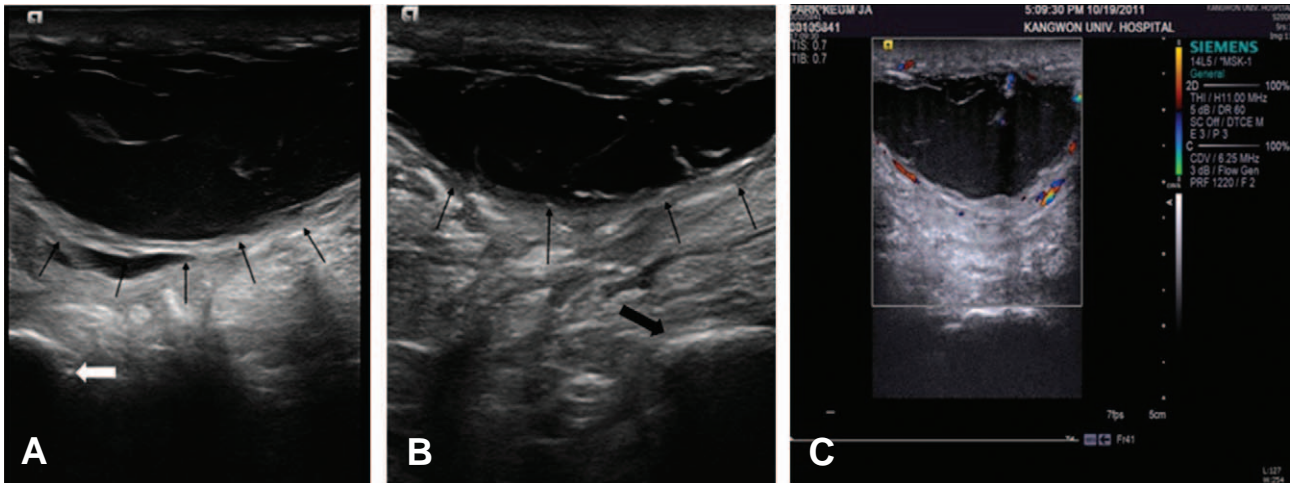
Ultrasonography of vertical (A) & transverse (B) view show well margined hypoechoic subcutaneous mass (black arrows) that has hypovascular wall (C) at posteromedial aspect of ischial tuberosity (white block arrow) and posterolateral aspect of sacrum (black block arrow).
